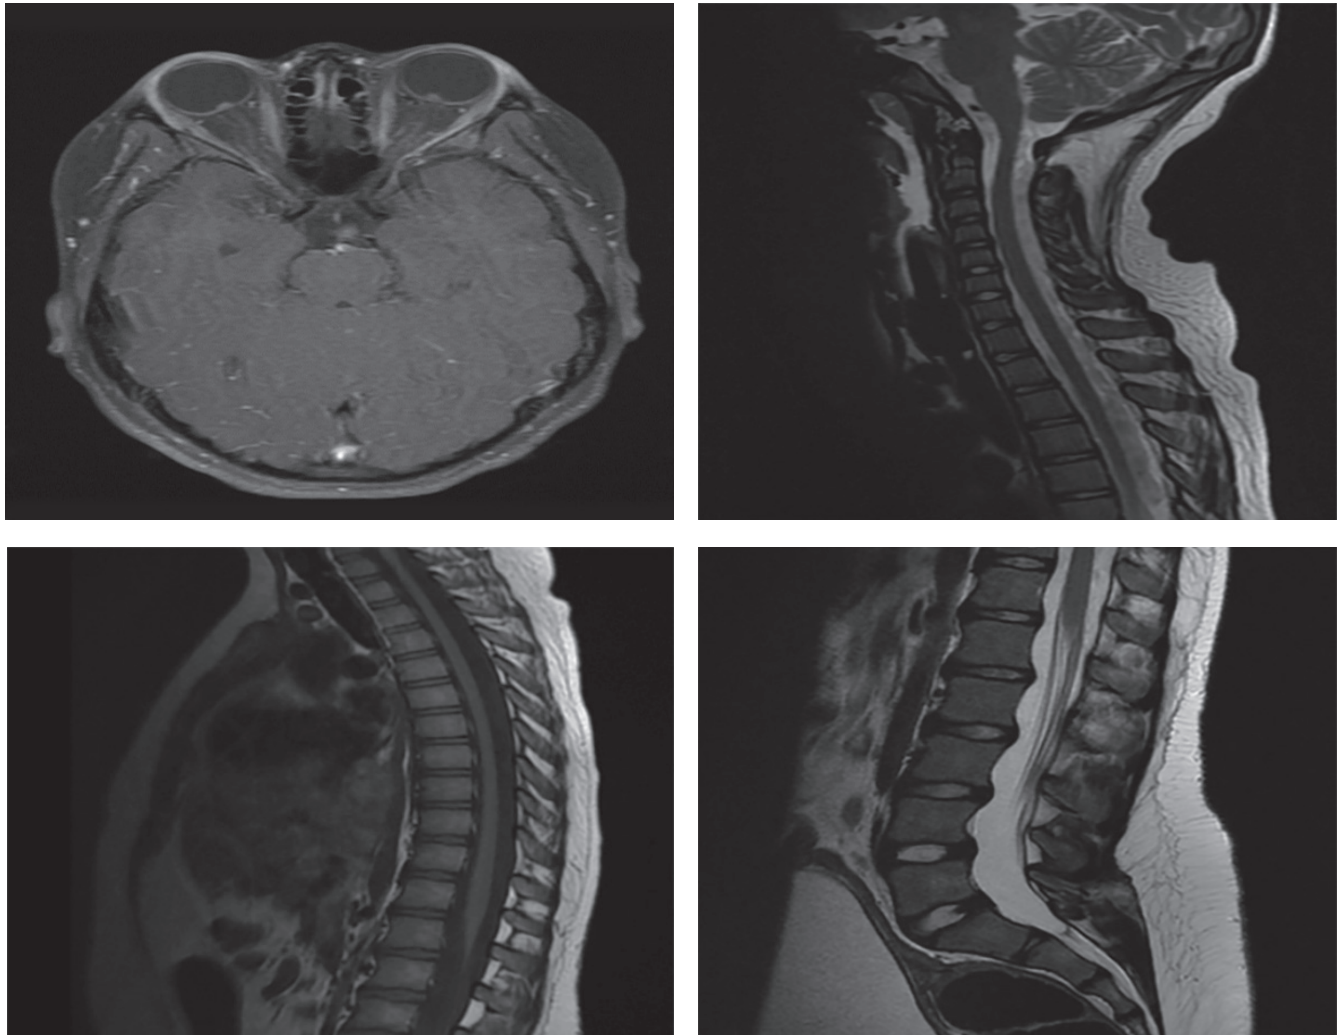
RM cerebral y columna contrastada. Presencia de realce bilateral simétrico homogéneo de la papila de los nervios ópticos, sugestiva de papilitis. Resto de estructuras, y secuencias normales. Fuente: los autores.
